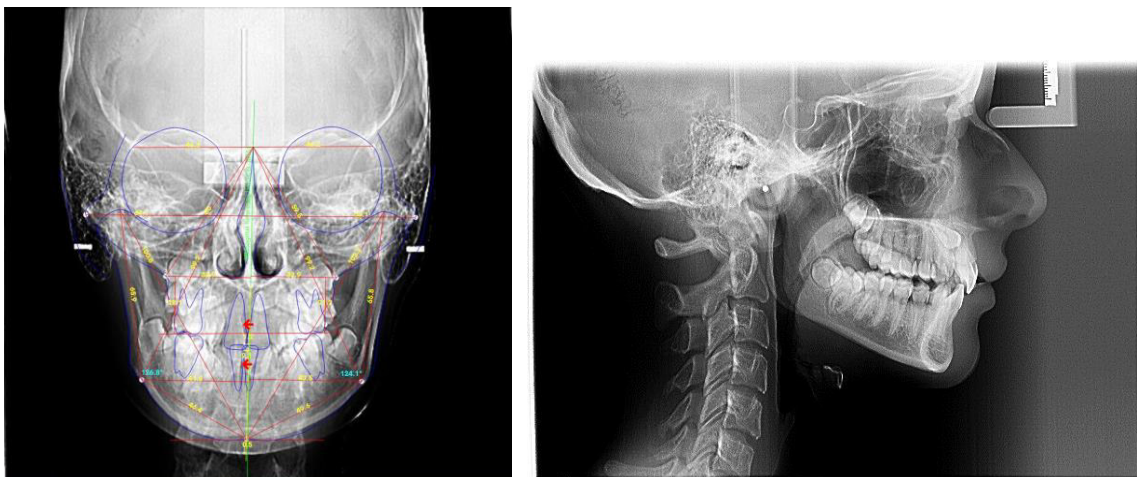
Teleradiografia postero-anterioară și de profil
